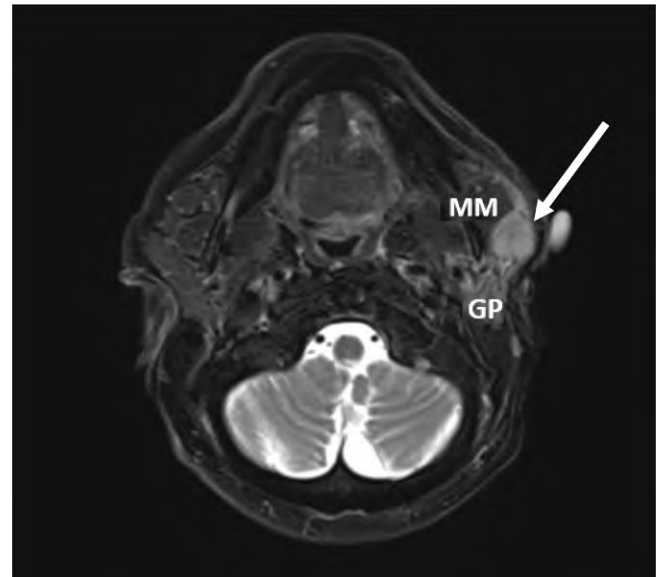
▲ Magnetresonanztomographie (MRT, T2-Wichtung). Gut abgrenzbarer Tumor (Pfeil) der linken Gl. parotis (GP), direkt dorsal des M. masseter (MM) gelegen. Keine Festlegung der Dignität durch den radiologischen Befund
